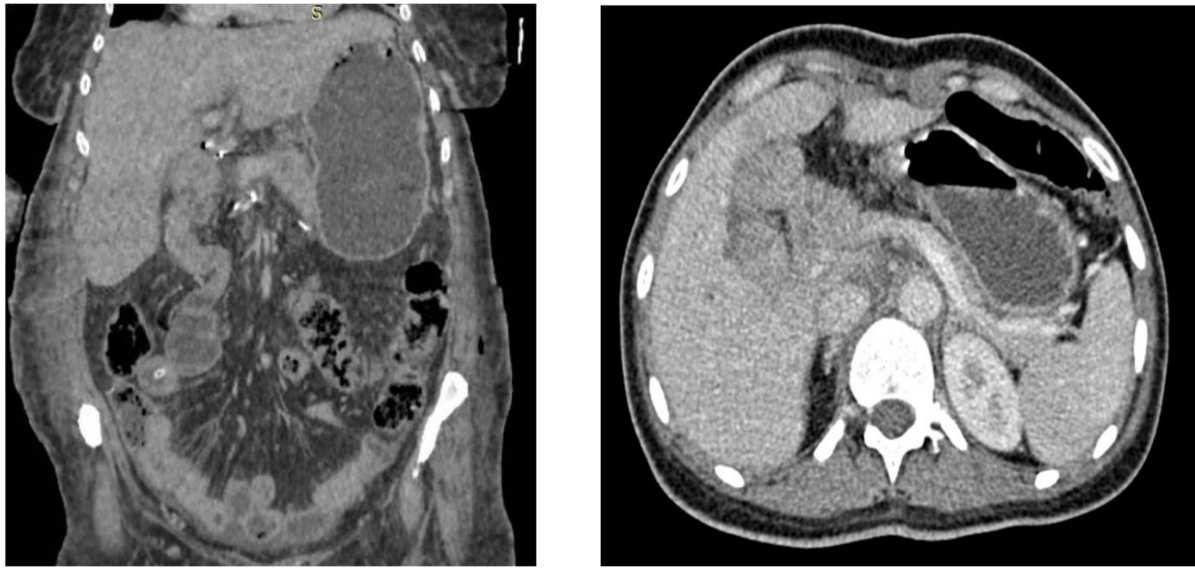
TDM abdominale au temps portal d'injection en coupe coronale et axiale réalisée à J10 d'une DPC montrant l'anse jéjunale anastomotique occupant la région du hile hépatique et qui est le siège d'un épaissement pariétal inflammatoire réactionnelle.
